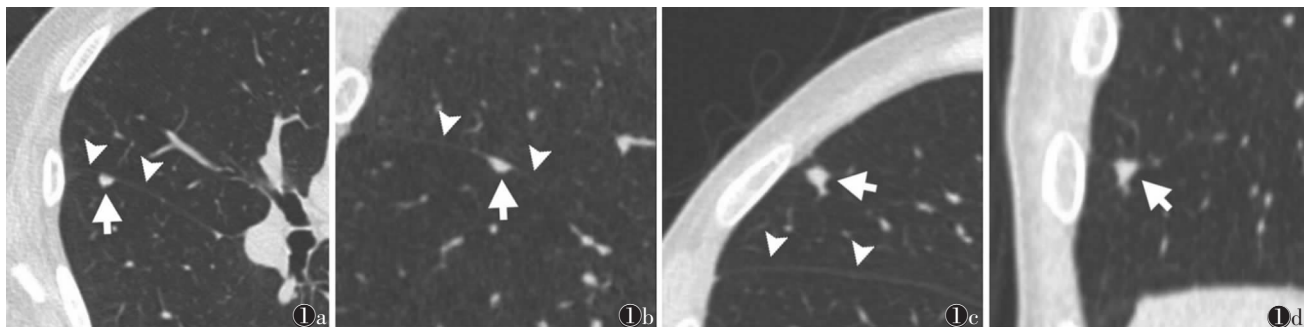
CT 上典型和非典型的裂旁结节 图 1a 轴位示一个典型的裂旁结节(短箭)附着于右侧斜裂(箭头) 图 1b 冠状位示另一典型的 PFN(短箭)附着于水平裂(箭头) 图 1c, 1d 分别为轴位和冠状位图像, 非典型裂旁结节(短箭), 无明显附着于右侧斜裂(箭头)
